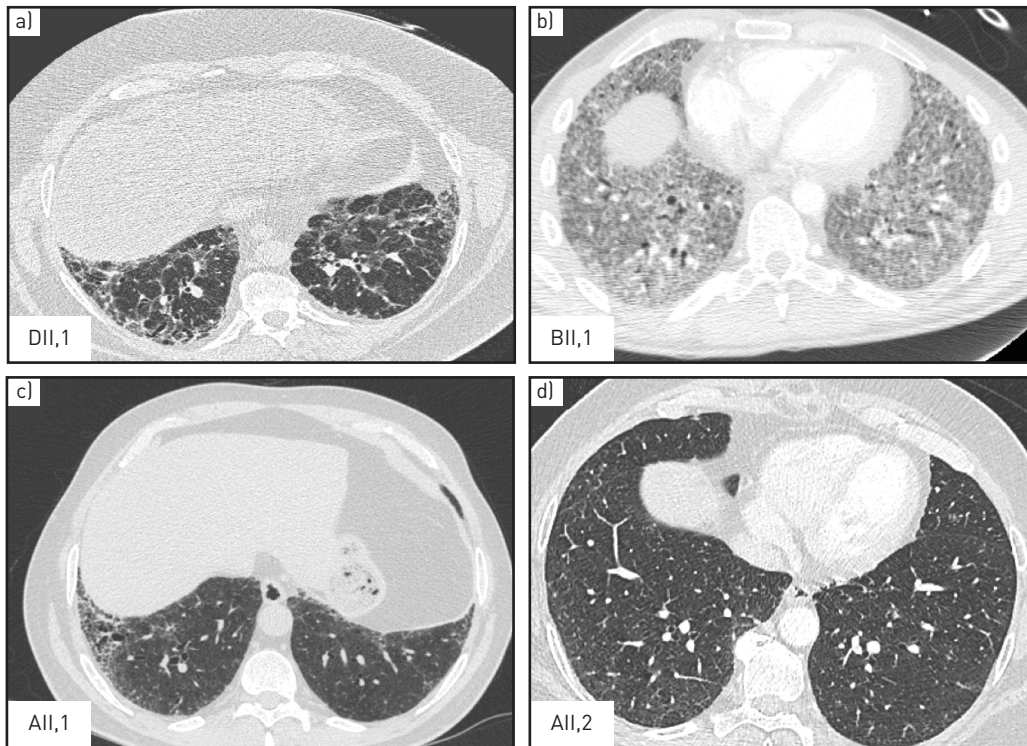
Thoracic computed tomography (CT) of four probands, heterozygous carriers of regulator of telomere elongation helicase 1 (*RTEL1*) mutations. a) Subpleural, basal predominance of reticular abnormalities without honeycombing, considered a possible usual interstitial pneumonia (UIP) pattern. b) CT image obtained during acute exacerbation showing new ground-glass infiltrates superimposed on reticular abnormalities, considered acute exacerbation of possible UIP. c) Subpleural, basal predominance of reticular abnormalities and honeycombing with traction bronchiectasis, classified as definite UIP pattern. d) Small bilateral micronodules, subpleural reticulations and ground-glass opacities without predominance, considered an atypical UIP pattern.
